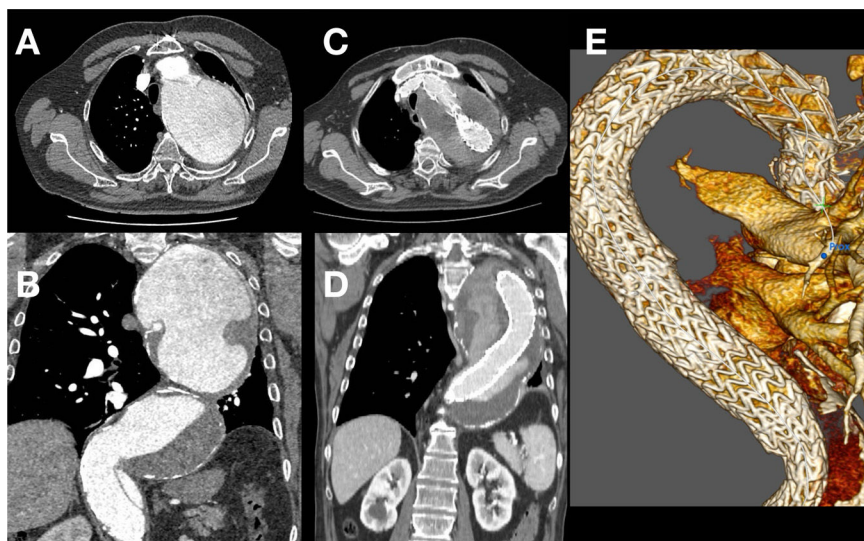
A,B) Corte de TC preoperatorio objetivando disección tipo B sobre aorta torácica aneurismática. C,D) Corte de TC postoperatorio. E) Reconstrucción postoperatoria, desde una visión posterior derecha, con correcta exclusión de luz falsa.
